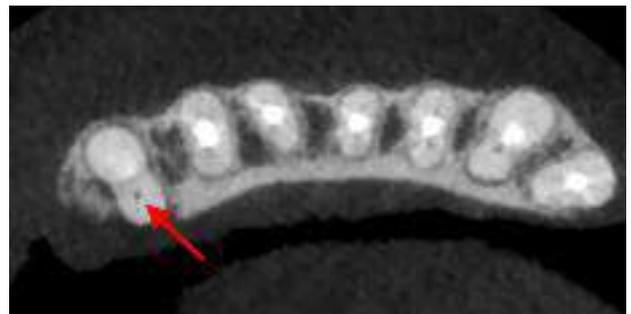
(b) : le CBCT prescrit par le référent, montre un second canal lingual non traité lors du traitement endodontique précédent (flèche rouge).
